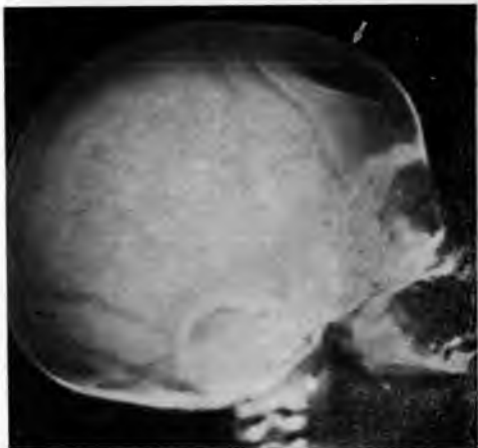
Рентгенограмма черепа при импрессии в лобной области (феномен мячика от пинг-понга). Тот же ребенок, что и на рис. 307.
